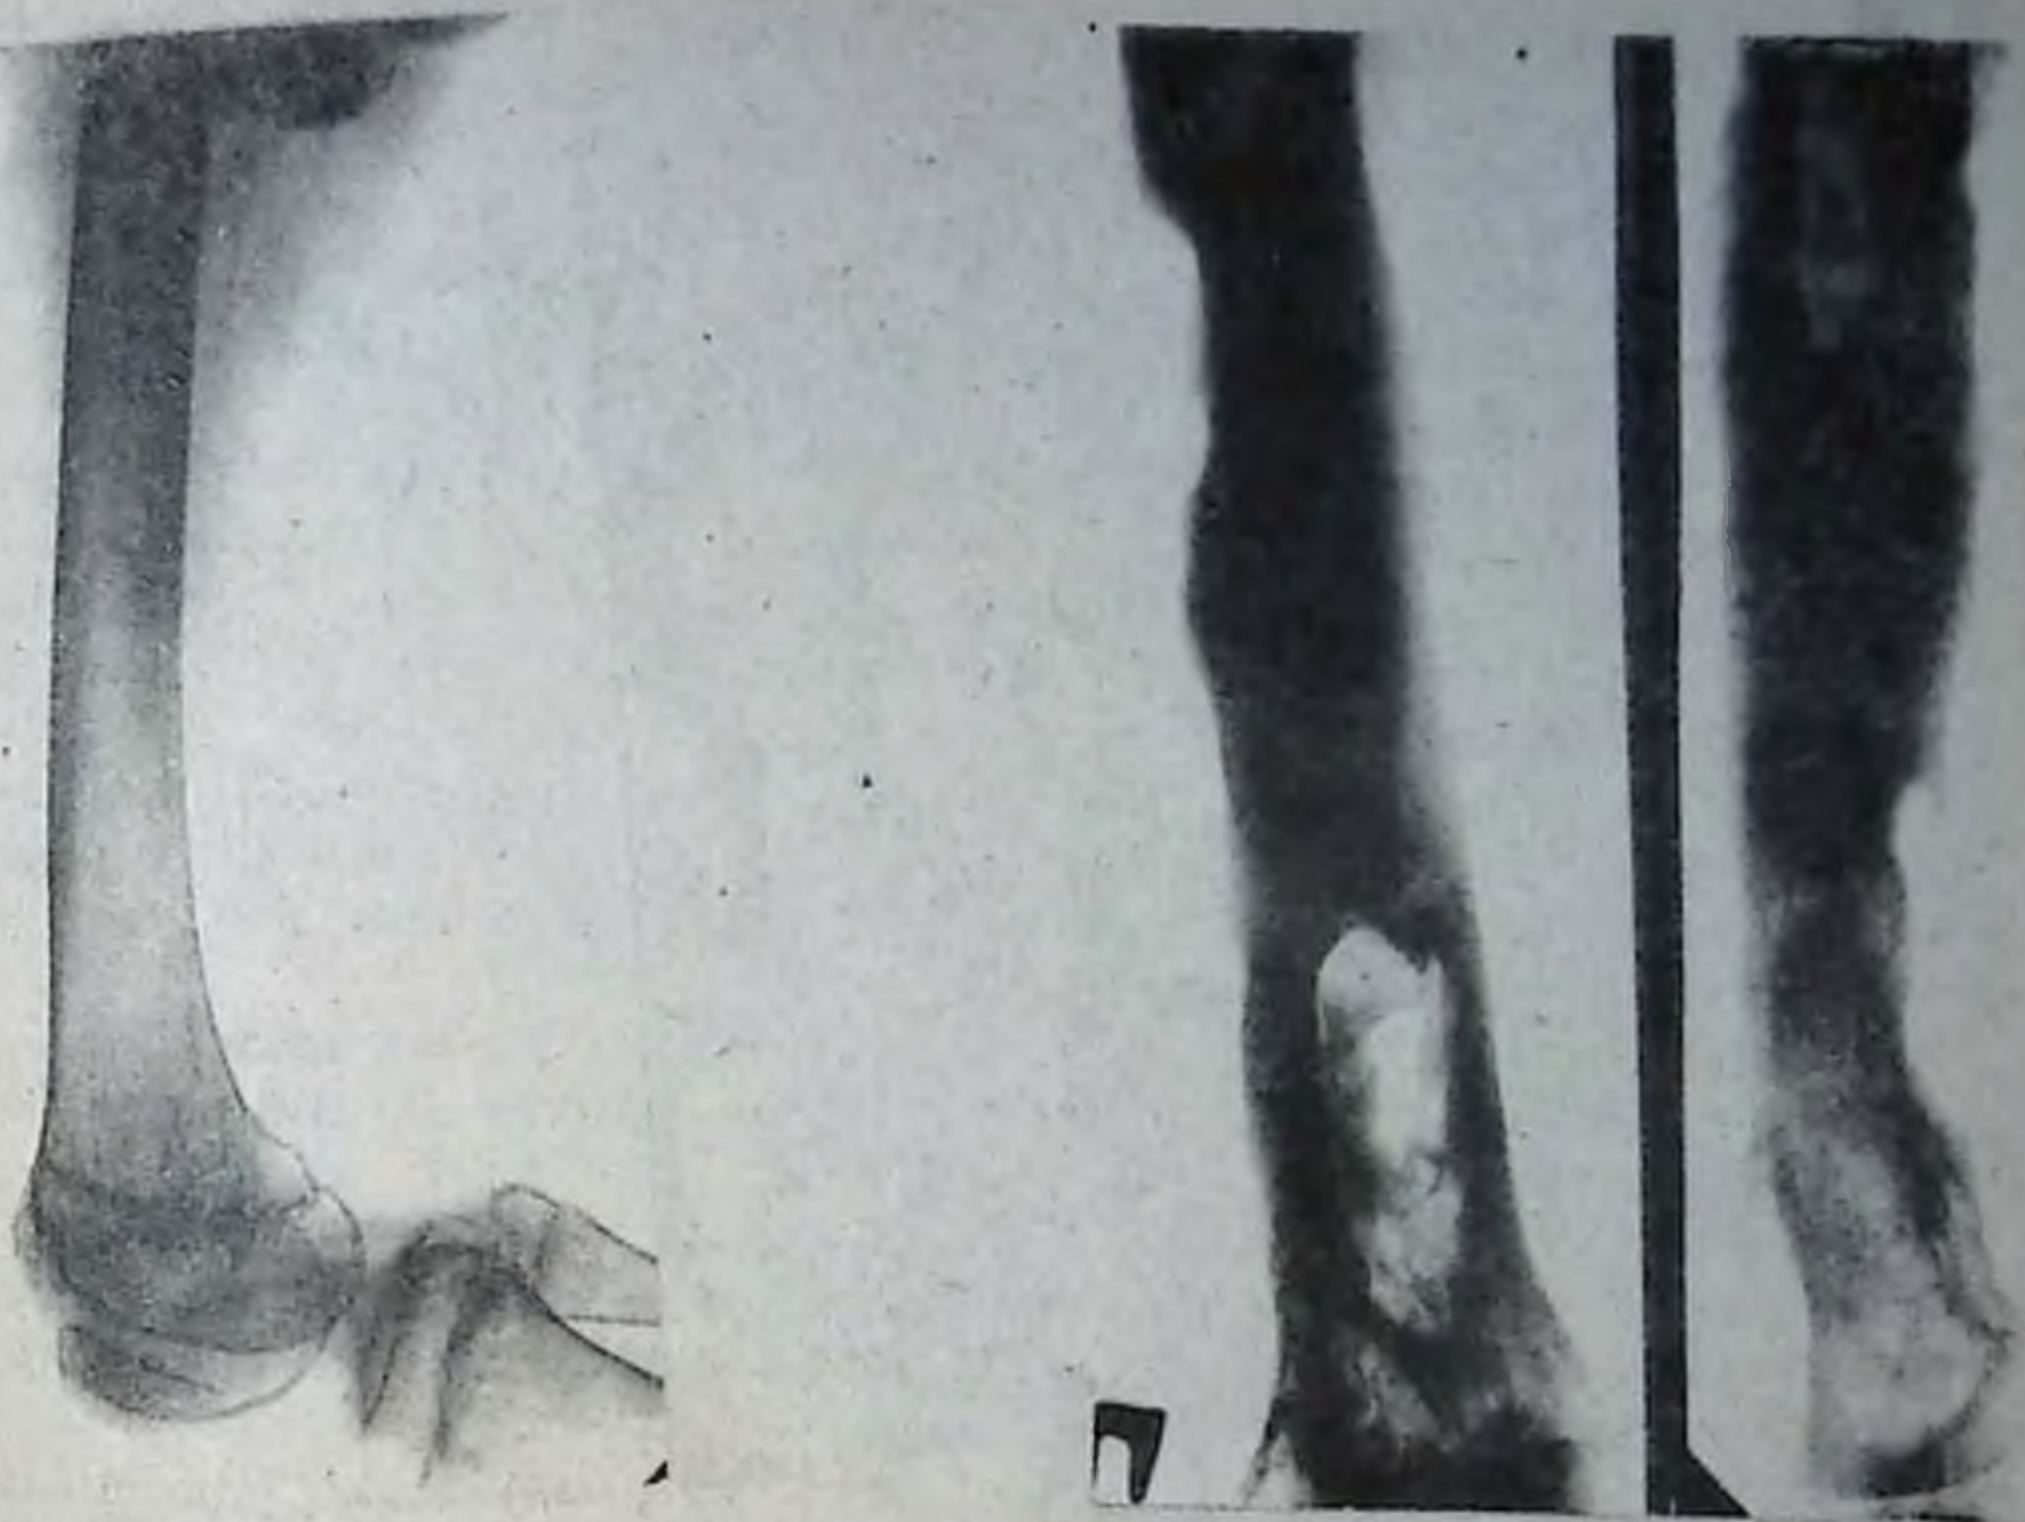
Рентгенограмма правой бедренной кости в боковой проекции. Регионарный остеопороз: компактный слой истончен, костномозговой канал расширен, количество костных балок уменьшено.
